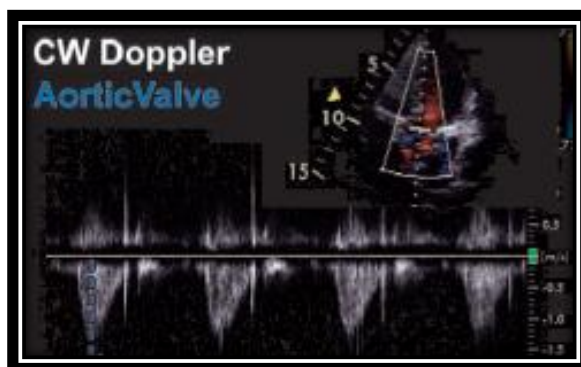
Quantificação do fluxo aórtico, através do *Doppler* contínuo.
